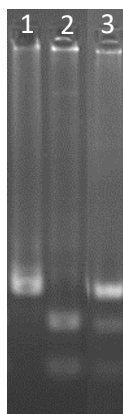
Polimorfismo T174M do gene AGT: produtos amplificados por PCR-RFLP, visualizados em gel de agarose a 3%. Nos poços 1 a 3 obtiveram-se os fragmentos de digestão: CC, TT, CT, respetivamente (marcador utilizado em anexo (2 - Figura Suplementar 8.1.)).
